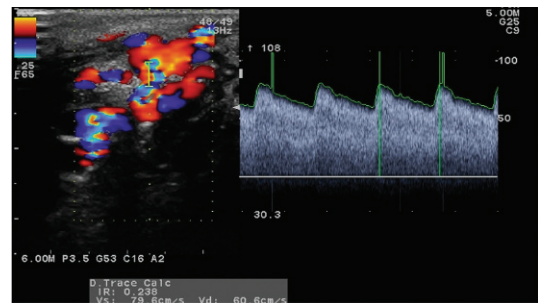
MAV à haut débit de l'éminence thénar alimentée par un rameau palmaire superficiel en mode Doppler couleur/pulsé. Signe de shunt avec des vitesses circulatoires élevées avec index de résistance faible. On observe une composante diastolique continue importante.
